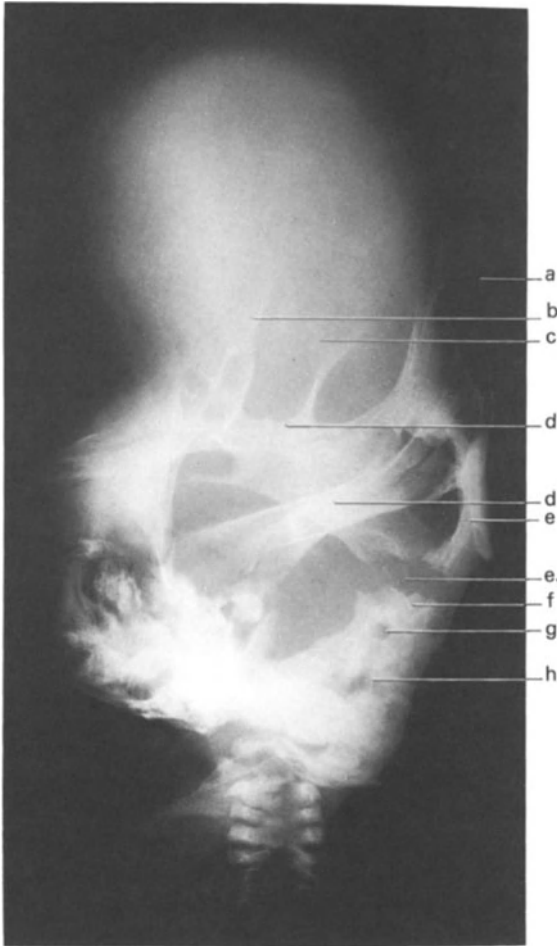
Röntgenstrahlaufnahme auf das Hinterhaupt
